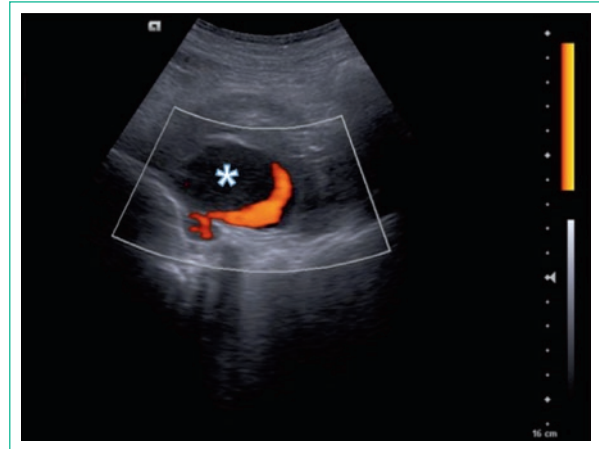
Ecografía de región paralumbar izquierda donde se identificó una imagen ovalada de contenido heterogéneo en relación con hematoma (asterisco) y adyacente a esta lesión a la aplicación de modalidad Doppler Power se evidenció una zona coloreada que demostró un sangrado activo por evidencia de flujo.
